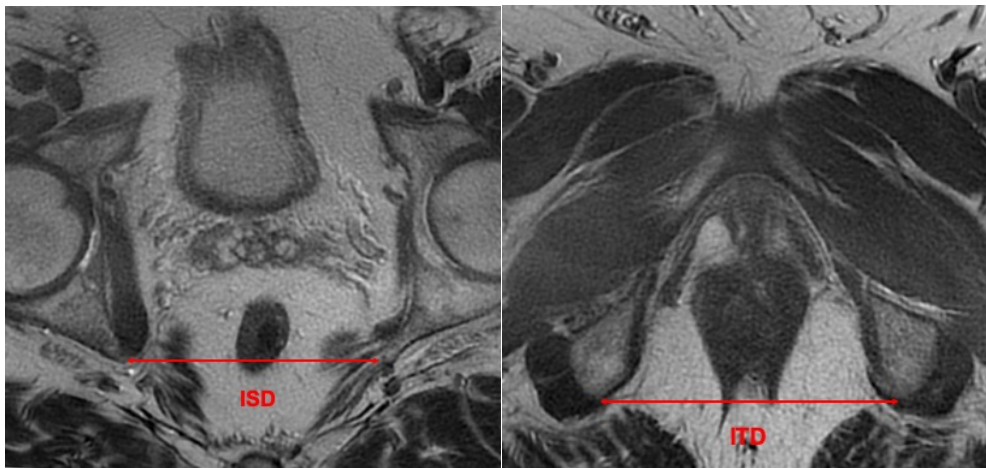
ISD and ITD on MRI imaging (Axial acquisition)
